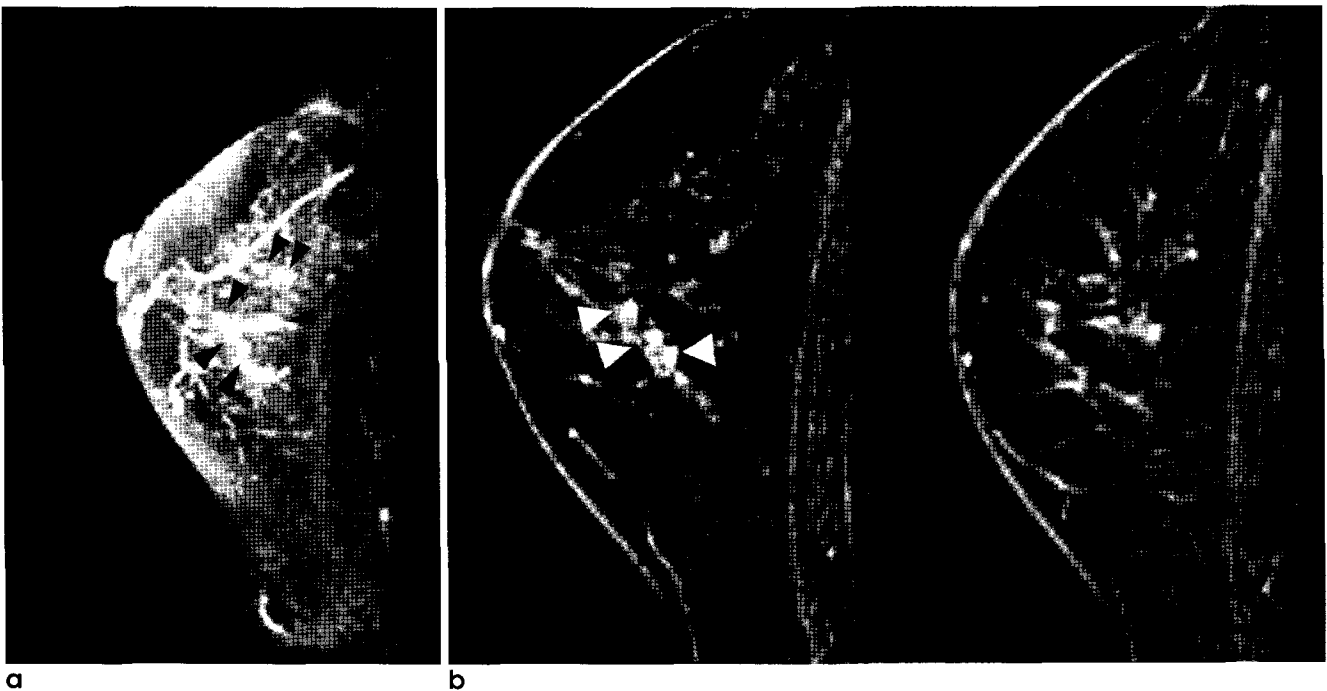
59-year-old woman with invasive lobular cancer at contralateral breast. Disconcordant findings are seen between the 3D MIP image (a) and subtraction images (b). Under the subtraction images, ductal enhancement are seen (white arrowheads), but under the 3D MIP image, only multiple foci are detected (black arrowheads). These lesions are confirmed to be benign through MRI follow up.
